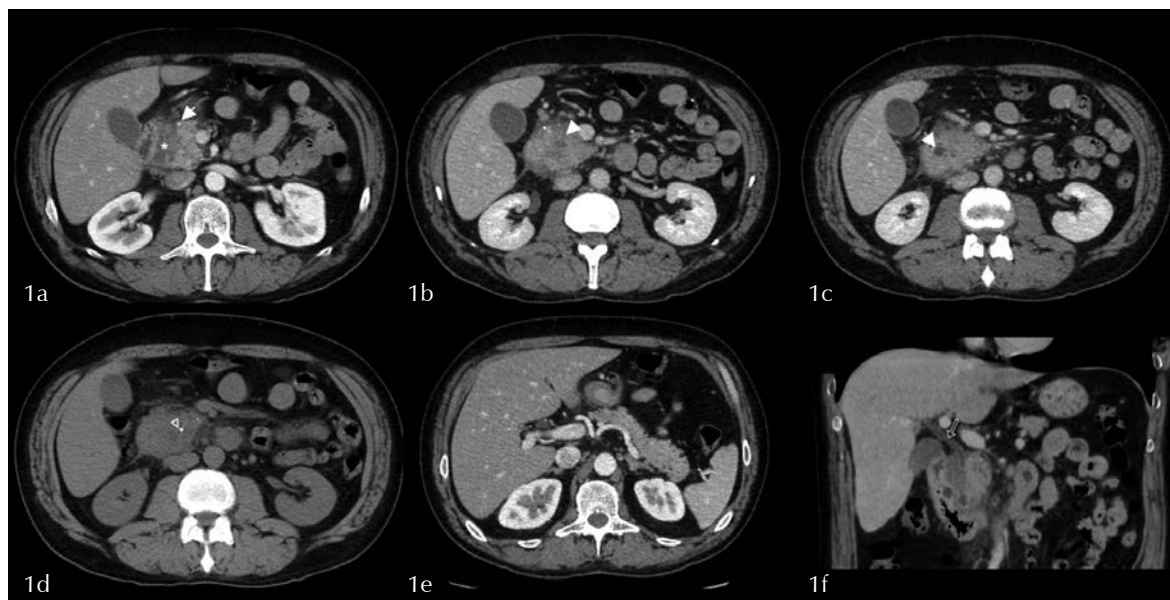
Cortes seleccionados de TC abdomen sin y con medio de contraste rodado i.v.
